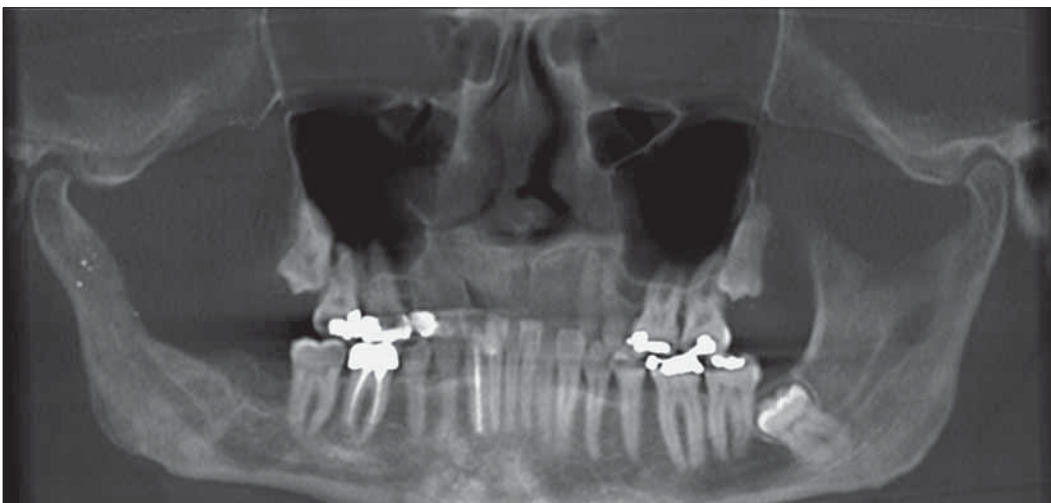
TVN/CB-CT du 17.3.2005
